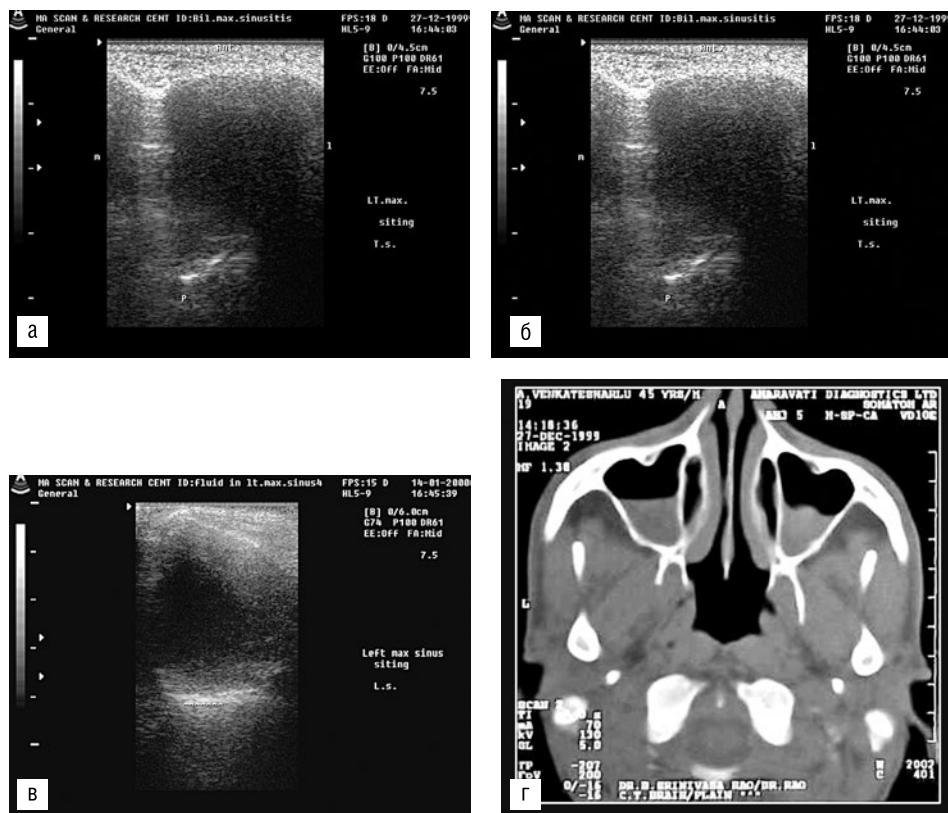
Вид при наличии патологического отделяемого в верхнечелюстной пазухе: а–в — при ультразвуковом исследовании; г — на компьютерной томограмме
